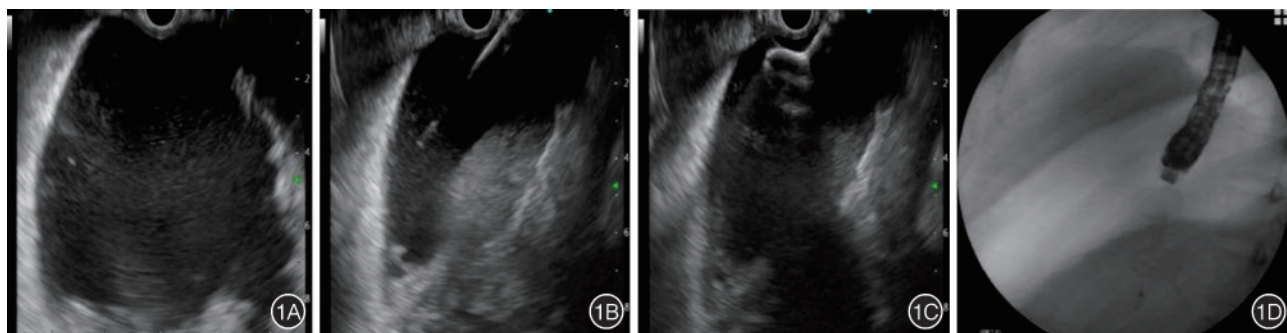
内镜超声引导下 Hot AXIOS 治疗感染性胰腺坏死操作步骤 1A:超声内镜下见胰腺—14 cm×8 cm 暗区,包膜完整,与胃壁紧贴;1B:内镜超声引导下 Hot AXIOS 支架头端电切穿刺胃体后壁,插入坏死角内 3~4 cm;1C:内镜超声引导下释放内支架哑铃头,使坏死角侧哑铃头与坏死腔的近胃侧内侧面壁紧贴;1D:X 线透视下确认支架位置
